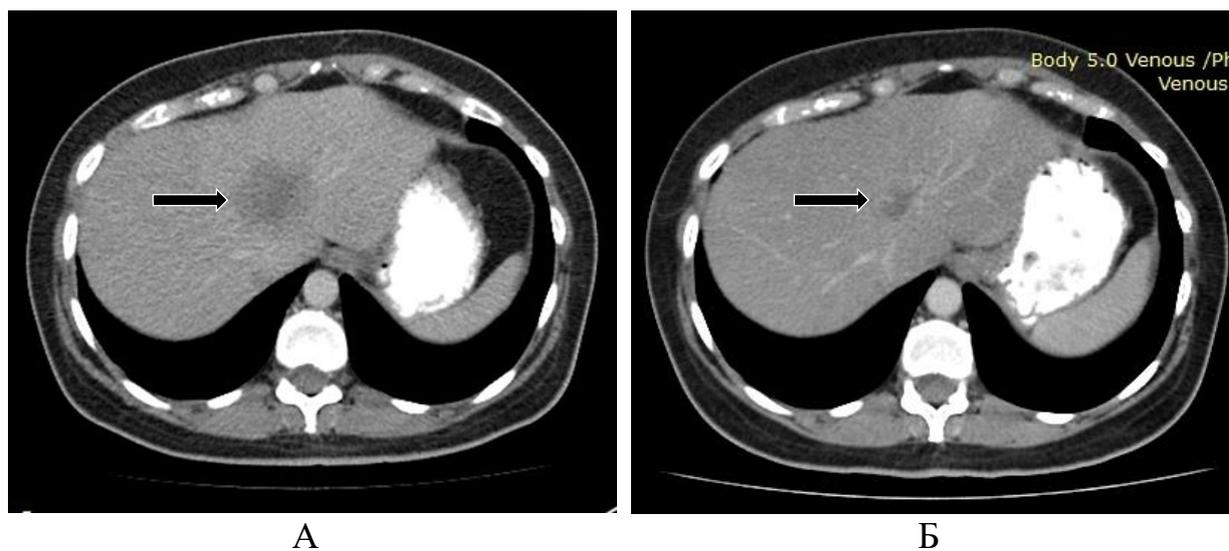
КТ-картина метастатического очага печени в процессе лекарственной терапии.
